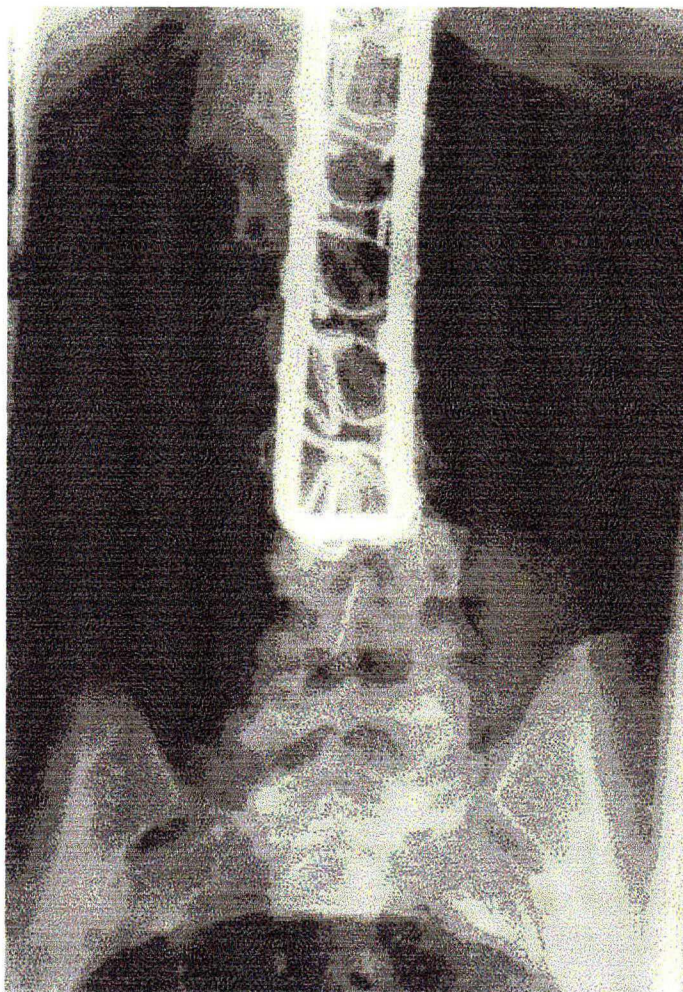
Escoliose residual após tratamento cirúrgico. Radiografia de coluna lombo-sacra da paciente I.J. do relato de caso 4.
